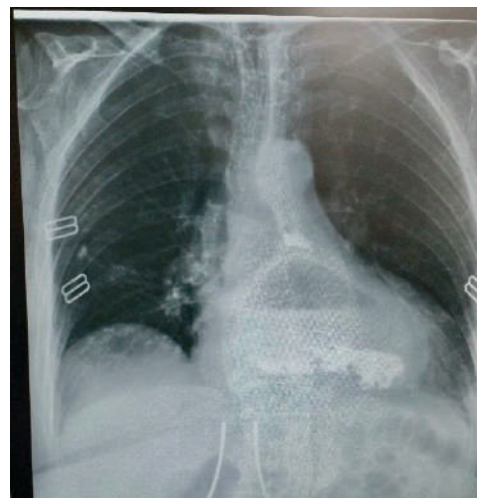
Рентгеноконтрастный снимок пациента с укорочением пищевода II степени. Стрелкой указан кардиоэзофагеальный переход выше уровня диафрагмы
